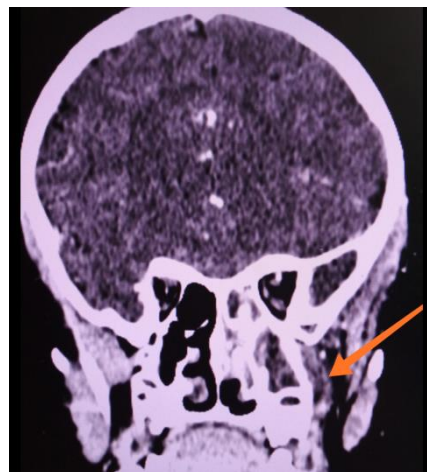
МСКТ от 23.03.2020г. в коронарной проекции в режиме мягкотканного фильтра. Снижение пневматизации левой ВЧП за счет отека слизистой и признаки абсцесса подвисочной ямки слева (стрелка).
